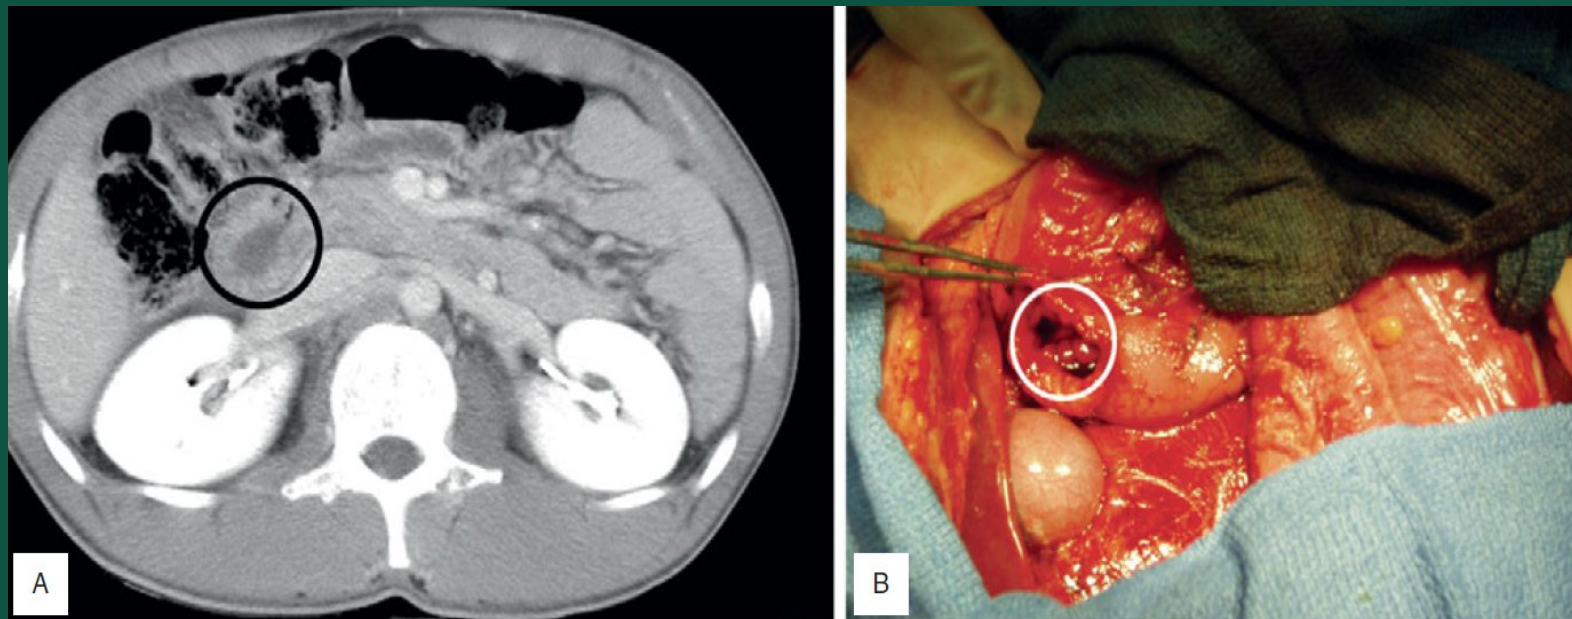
Компьютерная томография органов брюшной полости (аксиальная проекция). Закрытая травма живота, разрыв двенадцатиперстной кишки. А) КТ демонстрирует утолщение стенки двенадцатиперстной кишки. (В) Интраоперационный вид перфорации двенадцатиперстной кишки.
